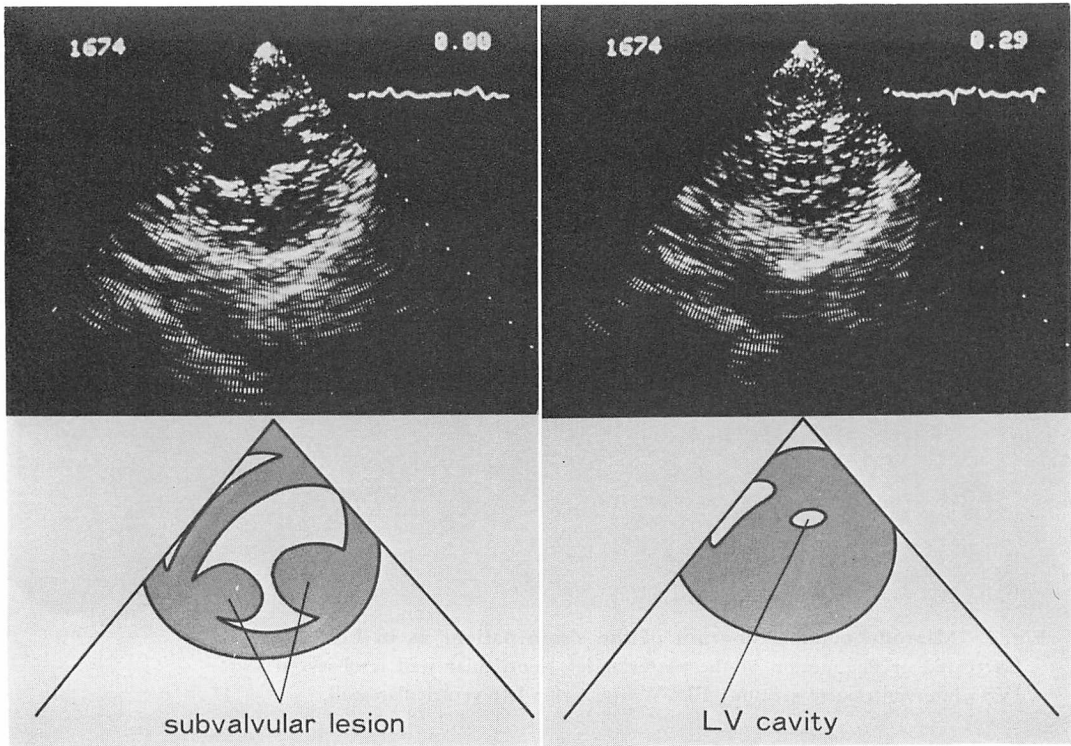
Short axis cross-sectional echocardiographic recordings from a patient with mitral stenosis.
